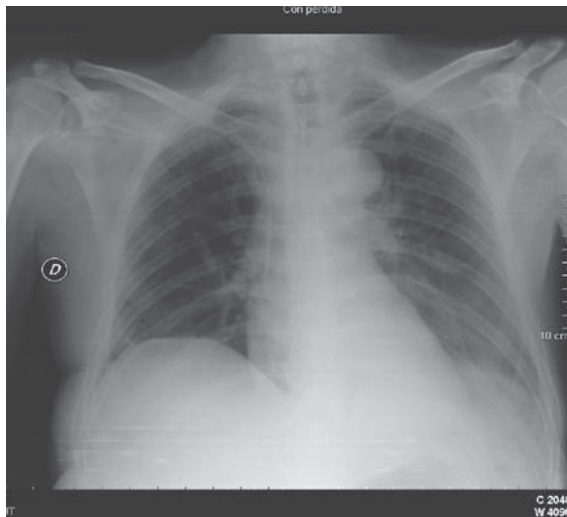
Radiografía para comprobar vía central.
